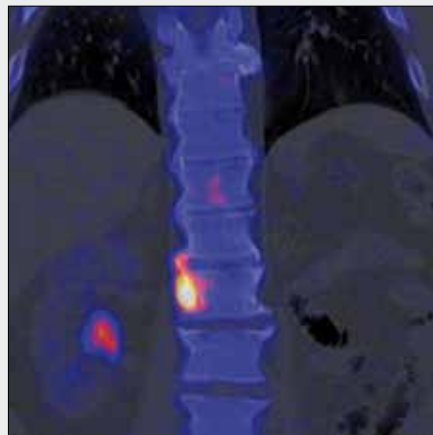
Neaktivní metastáza karcinomu prostaty. A – PET, celotělová rekonstrukce MIP; B, C, D – CT, fúze PET/CT a PET aktivní přestavbové změny ve spondylóze; E, F, G – CT, fúze PET/CT a PET neaktivní sklerotické ložisko v křížové kosti
